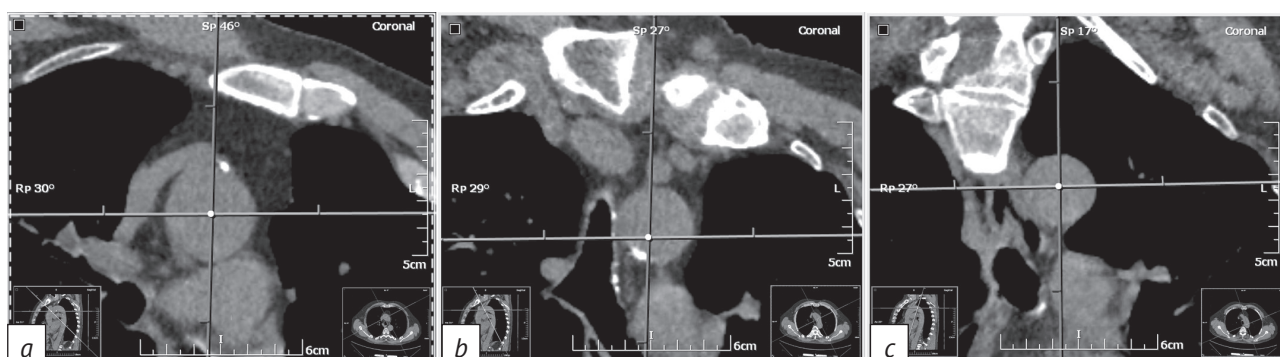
Пациент 63 лет (2-я возрастная группа). Изменения дуги аорты (фрагменты компьютерной томограммы – реконструированные изображения поперечного сечения дуги аорты):
